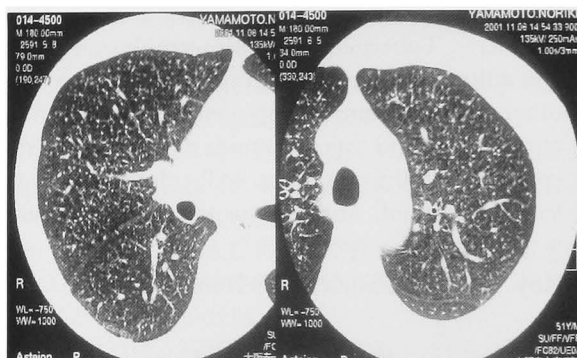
Chest CT revealed multiple granular nodules in bilateral lung fields.
